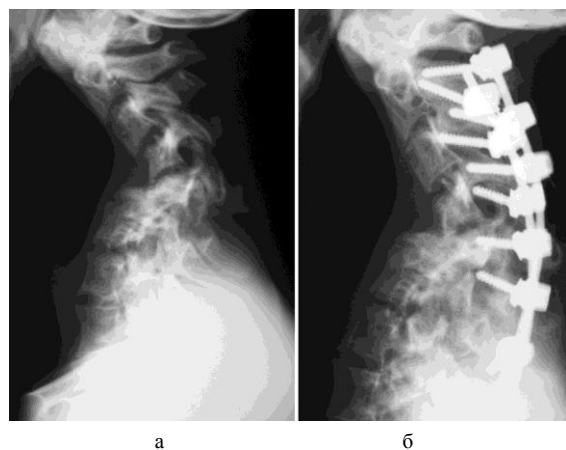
Рентгенограммы шейного отдела позвоночника в боковой проекции пациента, страдающего болезнью Реклингхаузена: а – до лечения; б – в процессе лечения
